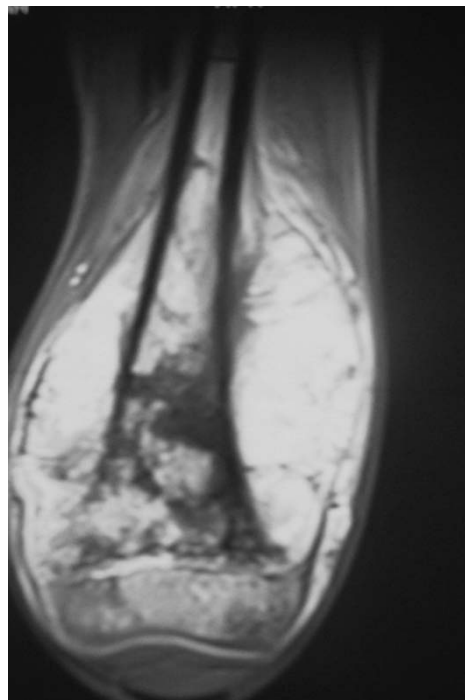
IRM illustrant un ostéosarcome chondromateux de haut grade métaphyso-diaphysaire du fémur gauche avec envahissement épiphysaire et endomédullaire avec atteinte des parties molles chez un garçon de 6 ans.
